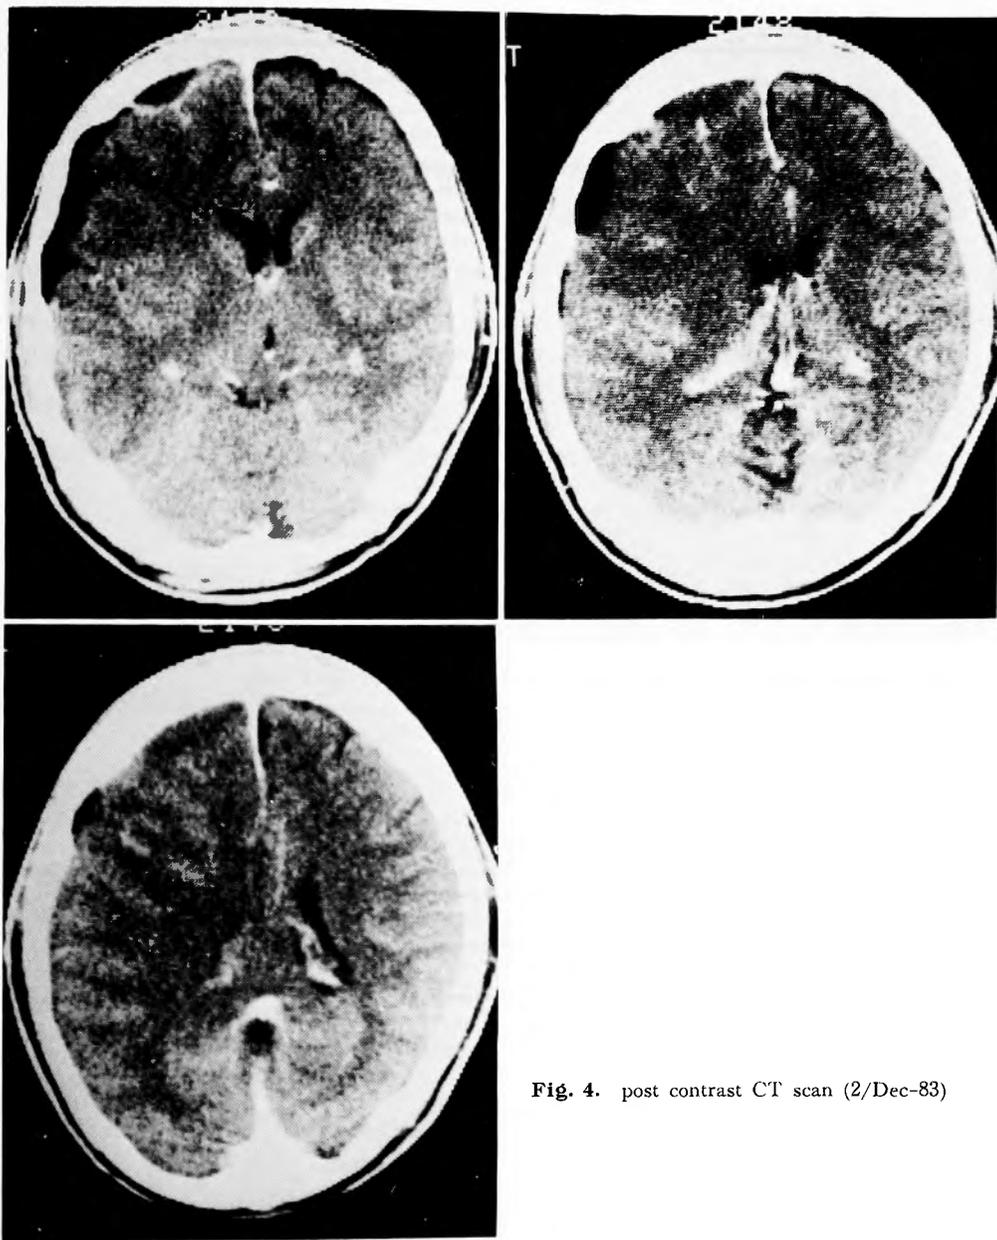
post contrast CT scan (2/Dec-83)
